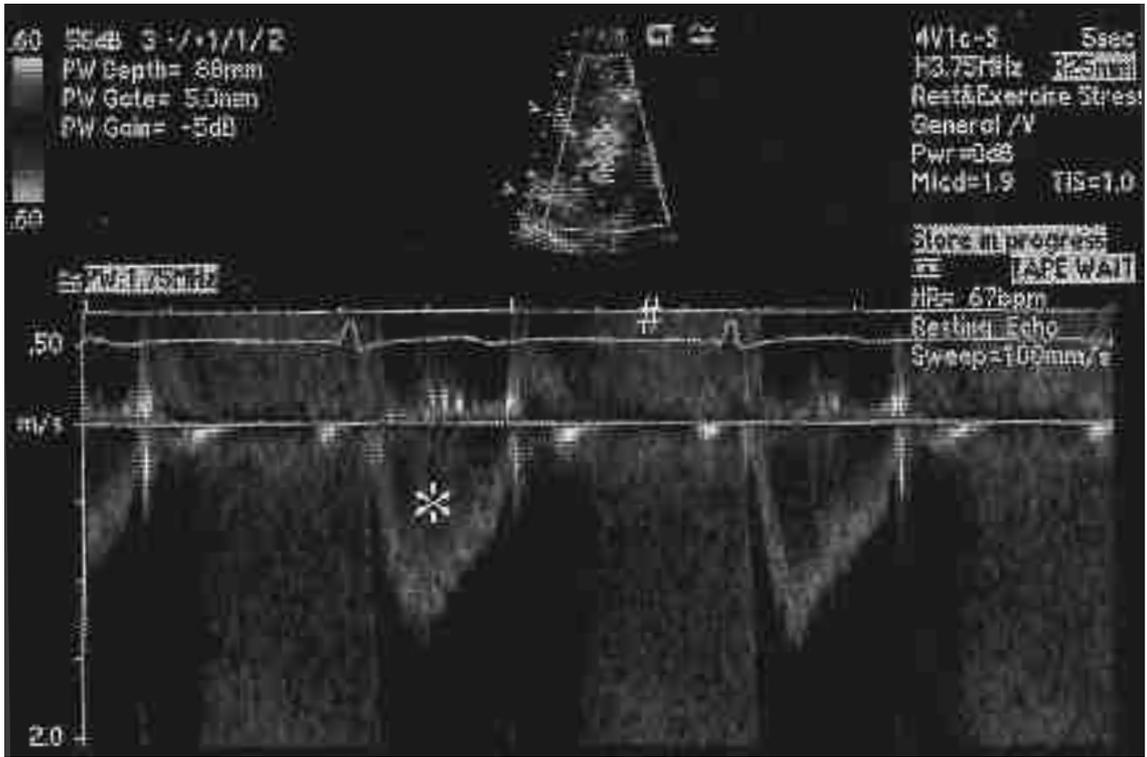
Affichage du spectre d'un Doppler pulsé montrant un aliasing du jet de régurgitation aortique à haute vitesse (#). Une plus faible vitesse en systole ne montre pas d'aliasing (*) (8)
